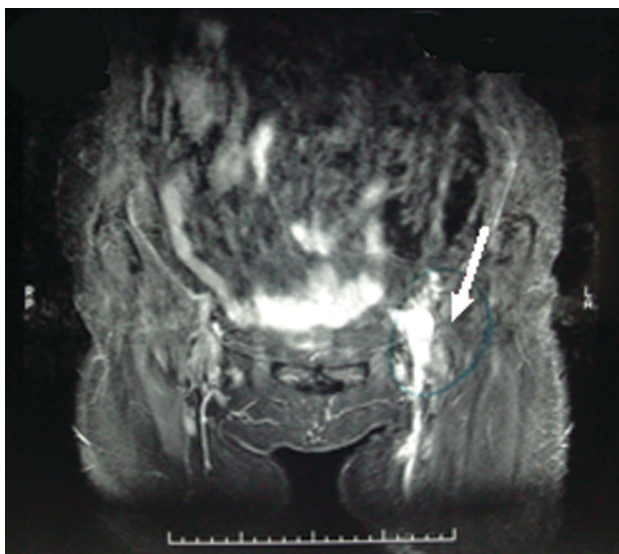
Angiorressonância magnética abdominopélvica em corte coronal, demonstrando a compressão extrínseca de veia femoral comum esquerda (seta)
